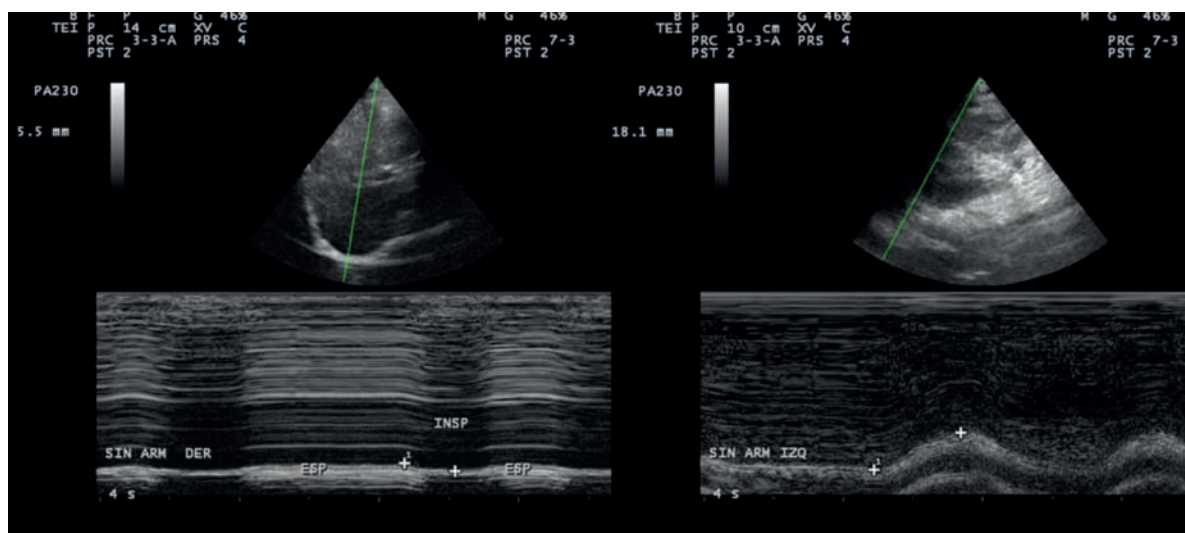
Ecografía diafragmática en modo M.
